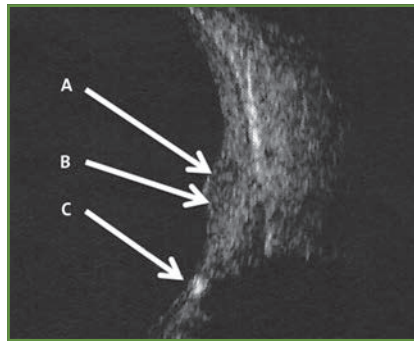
Échographie en mode B: visualisation en arrière d'une hémorragie intravitréenne d'un hématome sous-rétinien étendu. A : Région maculaire. B : Hématome sous-rétinien étendu à tout le pôle postérieur. C : Papille. (Cliché Dr Perrenoud)
